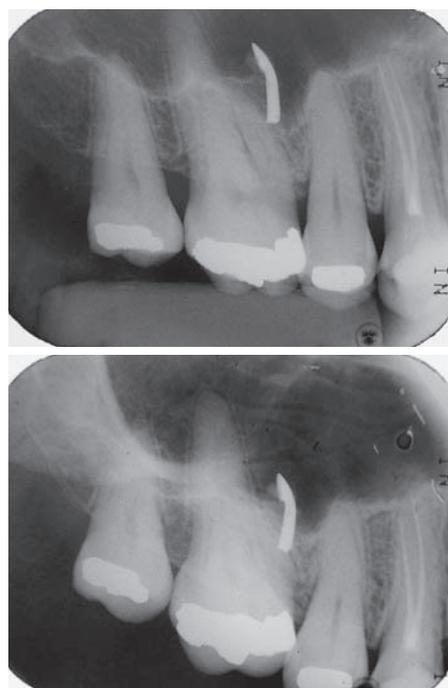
Radiografias Periapicais (a) Orto-Radial e (b) Mesio-Radial: Note que o corpo estranho realizou o mesmo movimento do tubo de raios X, concluindo que o mesmo apresenta-se posteriormente dos dentes.
